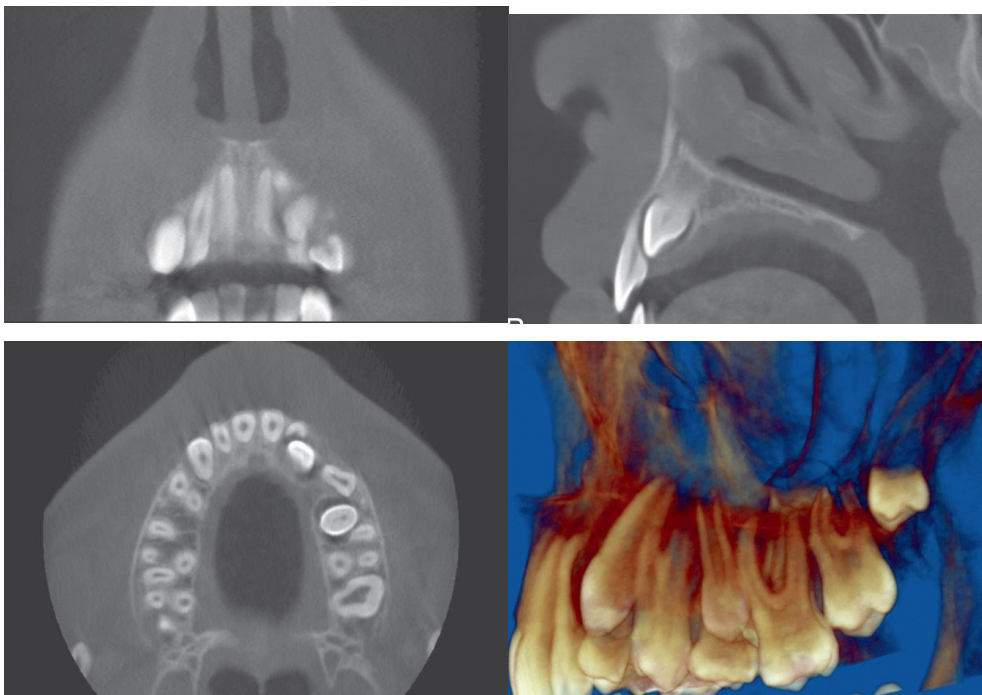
Distintos planos del espacio observados en la tomografía computarizada.
